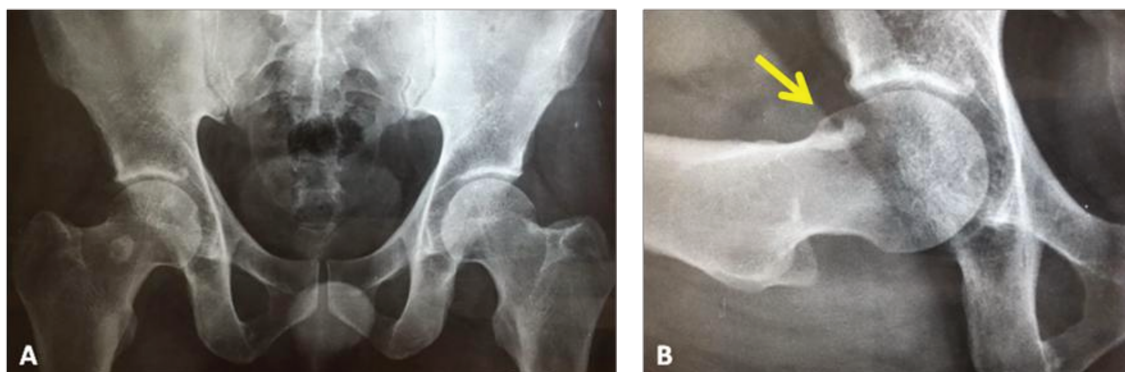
A: Radiografia AP de pelve; B: posição Ducroquet; seta: abaulamento da cortical anterior na transição colo-cabeça-femoral com cisto de transição (Arquivo pessoal.)
